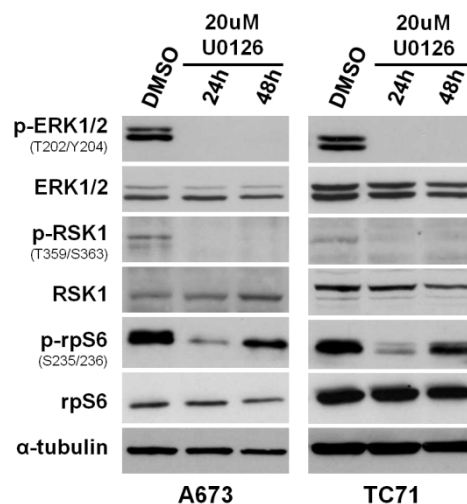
Western blot en el que se muestra la inhibición de la fosforilación de ERK1/2, RSK1 y rpS6 al tratar las líneas celulares A673 y TC71 con el inhibidor de MEK1/2, U0126, durante 24 y 48 horas. Como control de carga se utilizó α -tubulina.
